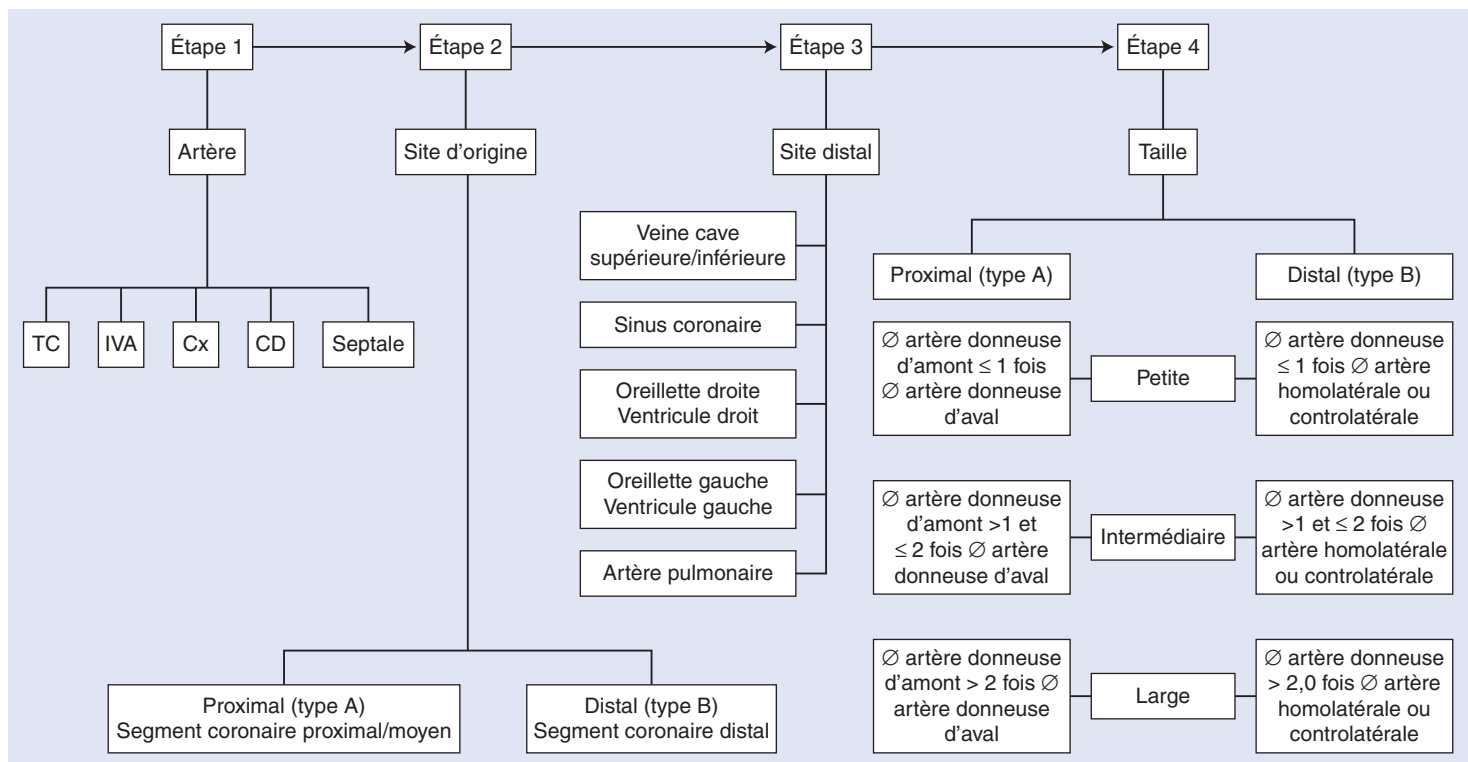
Arbre décisionnel pour la classification anatomique des fistules coronaires. CD : coronaire droite ; Cx : circonflexe ; IVA : interventriculaire antérieure ; TC : tronc commun ; Ø : diamètre.
